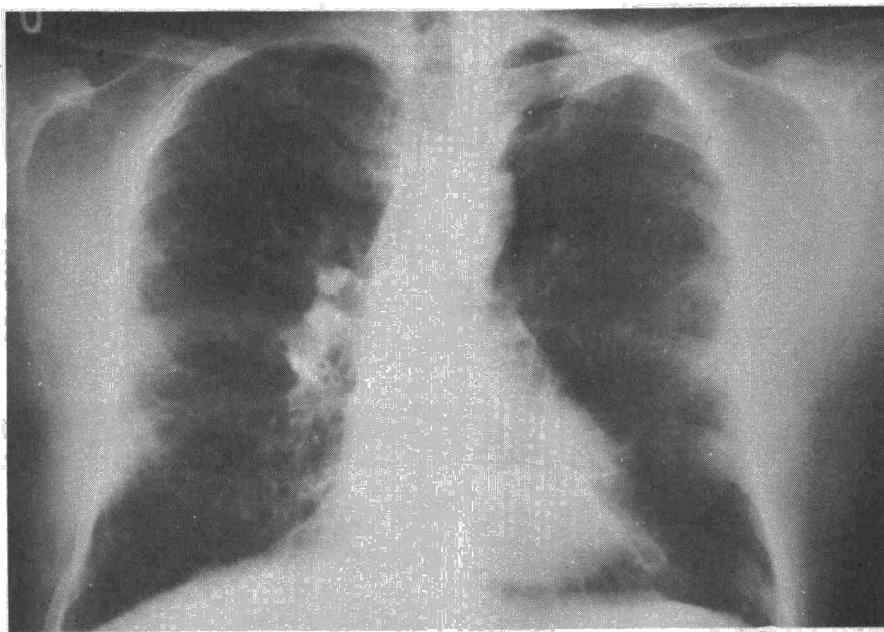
Radiografía anteroposterior de tórax perteneciente a la Obs. 1.
